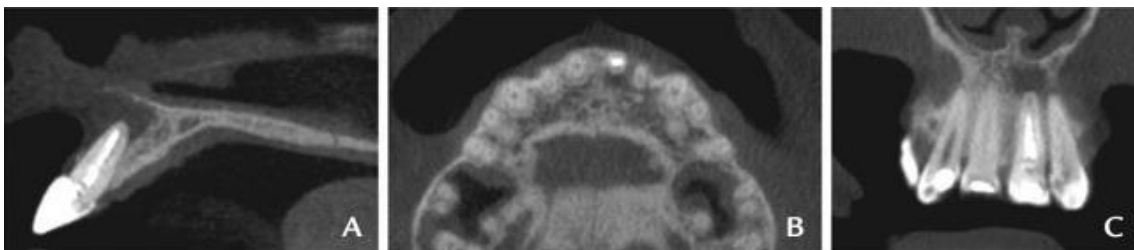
Tomografia computadorizada de feixe cônico. A, Corte sagital revelando extensa lesão periapical com fenestração da placa óssea vestibular. B, Corte axial. C, corte coronal.
